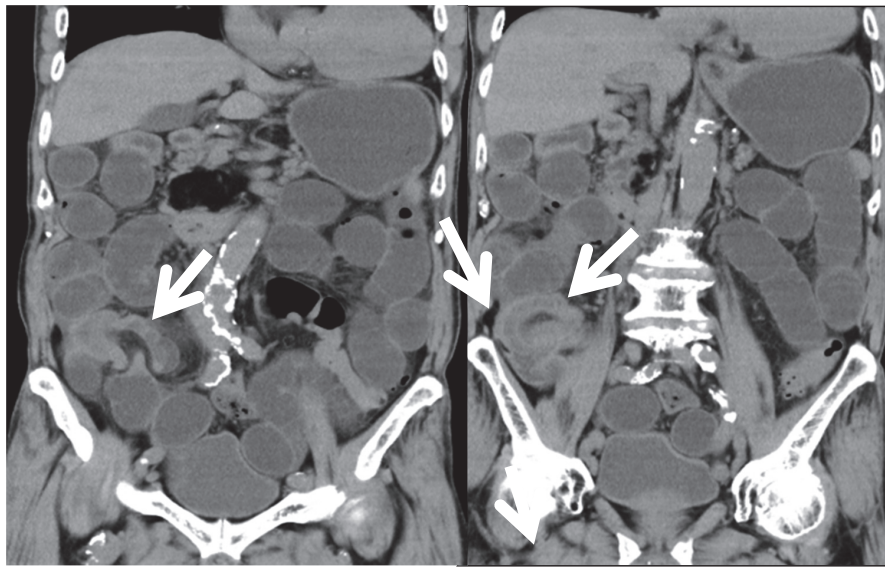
下腹部CTにて回盲部の腸重積を認める（左図）。その遠位には重積した腫瘍像を認める（右図）。この他に全小腸のイレウス像を認める。
